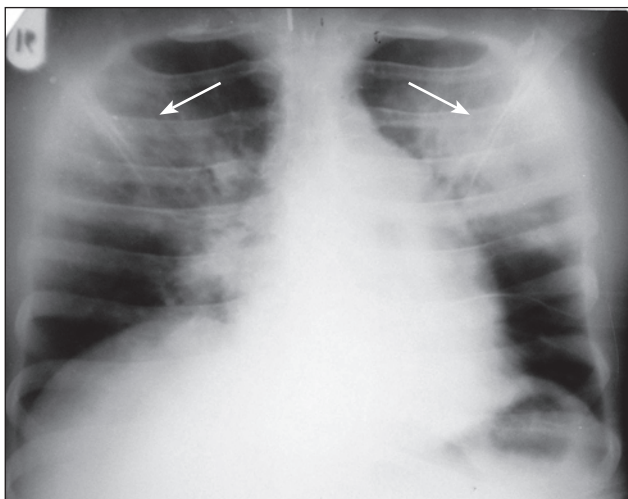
Рентгенограмма легких: TRALI-синдром, первые сутки. Двусторонние легочные инфильтраты указаны стрелками (двусторонний отек легких), линии Керли отсутствуют, не отмечается гравитационная зависимость
